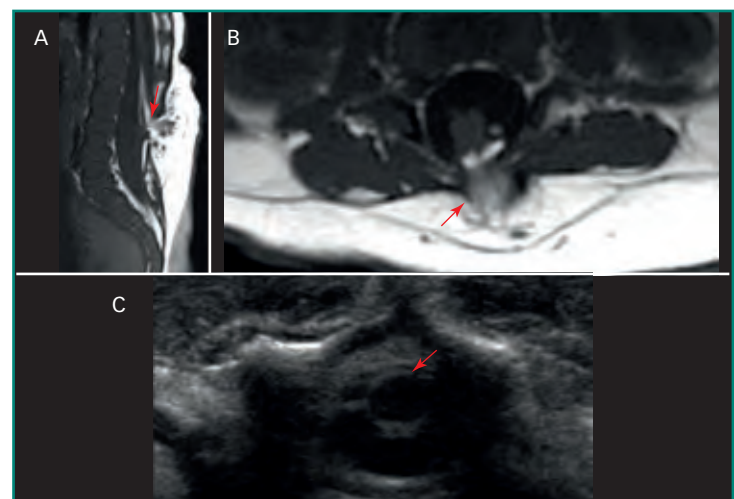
Médula anclada y disrafismo con lipomielomeningocele: varón de tres meses de edad con hoyuelo sacro, enuresis y parálisis flácida de los miembros inferiores. A: RM potenciada en T1, corte sagital a nivel de la columna lumbosacra. Hay una discontinuidad del saco tecal posterior, con herniación de grasa epidural y parte de la placoda neural (*flecha roja*); B: cortes axiales con RM; C: ecografía en esa misma área. Se confirma el disrafismo, compatible con un lipomielocelo.
